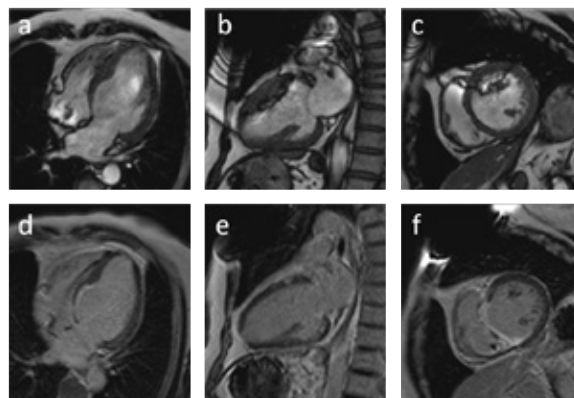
ペースメーカー植え込み患者に対する心臓 MRI 検査のアーチファクト
